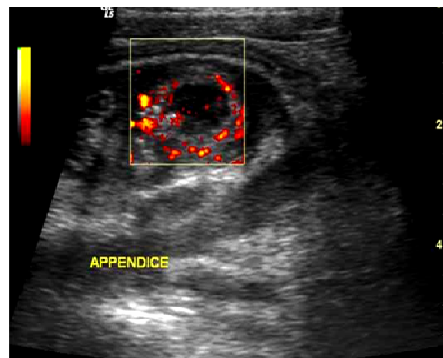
Aspect d'appendicite aiguë à l'échographie Doppler: hyperhémie de la paroi appendiculaire.
